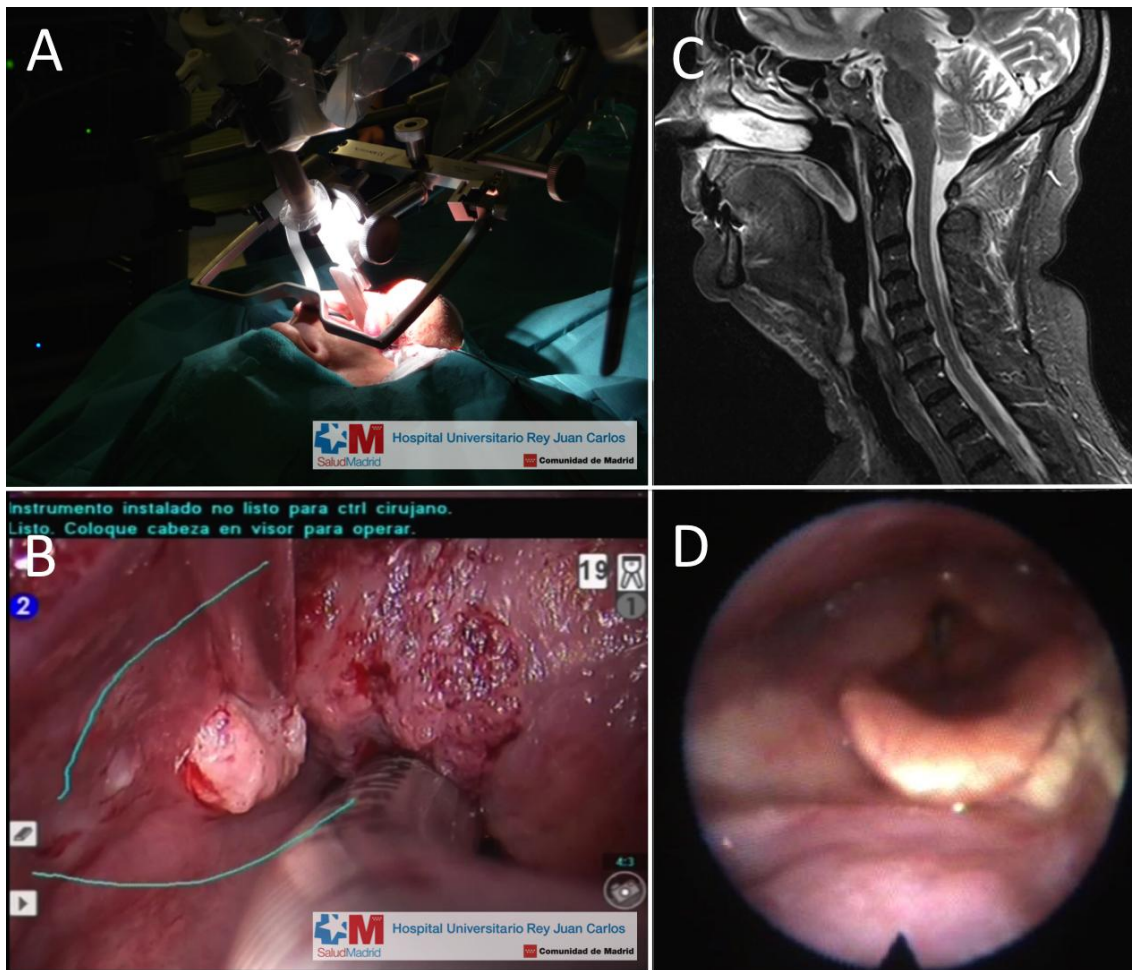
Resección en la base de la lengua. Paciente con carcinoma epidermoide moderadamente diferenciado T2N2cMo de base de lengua. A. Exposición transoral del campo quirúrgico con el faringolarinoscopio FKWO y la óptica de 30° orientada hacia arriba. B. La lesión se extiende a la pared lateral de la orofaringe izquierda (señalada con el aspirador), y sobrepasa la línea media hacia la base de lengua derecha. Se ha dibujado en la pantalla táctil en margen de resección propuesto en la pared lateral. C. RM sagital a los 6 meses de la intervención. Obsérvese la pérdida de volumen en la base de la lengua y la adherencia cicatrizal de la epiglotis a la misma. D. Fibrolaringoscopia de la misma fecha. La mucosa de la base de la lengua presenta un aspecto liso por la ausencia de amígdala lingual en ambos lados. El paciente no ha tenido en ningún momento traqueotomía ni gastrostomía, y está libre de enfermedad con año y medio de seguimiento.
